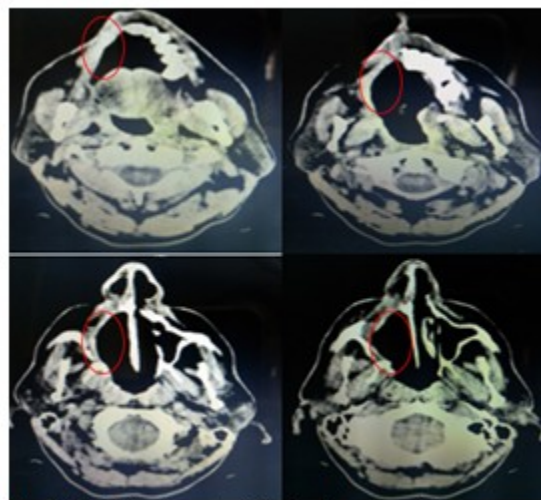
TAC simple postquirúrgico de cortes axiales
